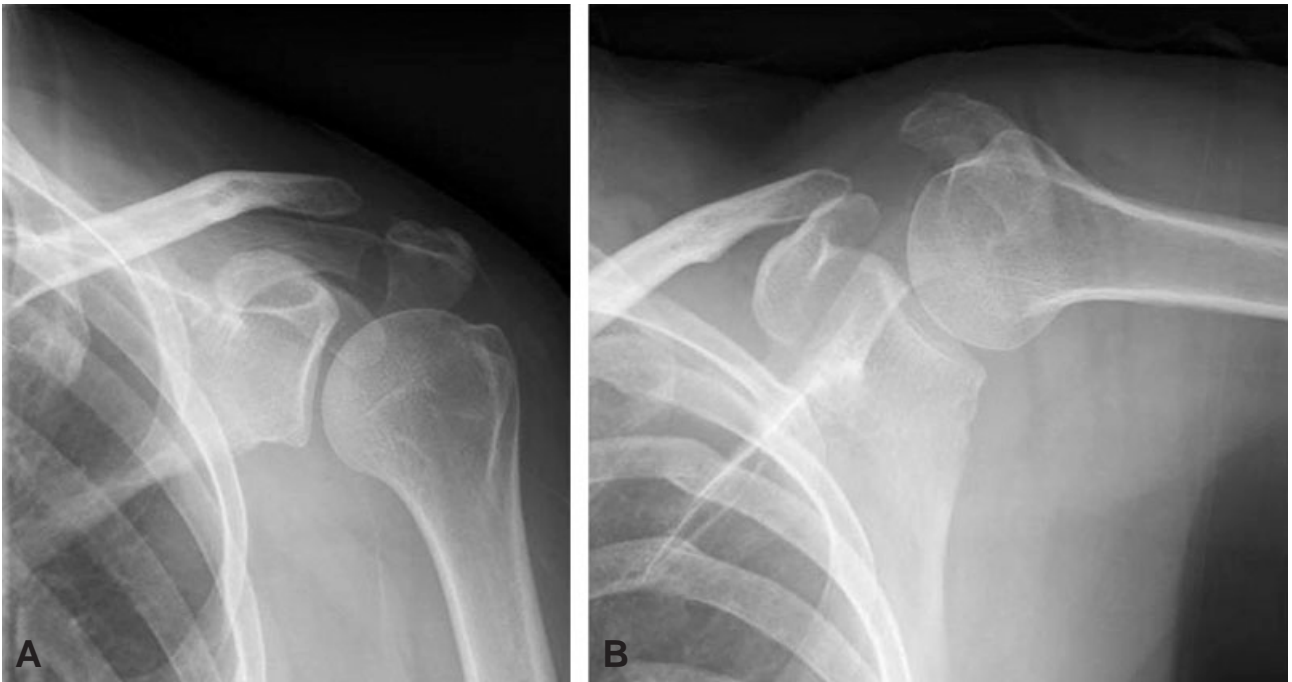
(A) Anteroposterior, (B) and axillary lateral radiographs of the left shoulder taken at sixteen months after injury show displaced acromial fracture.
